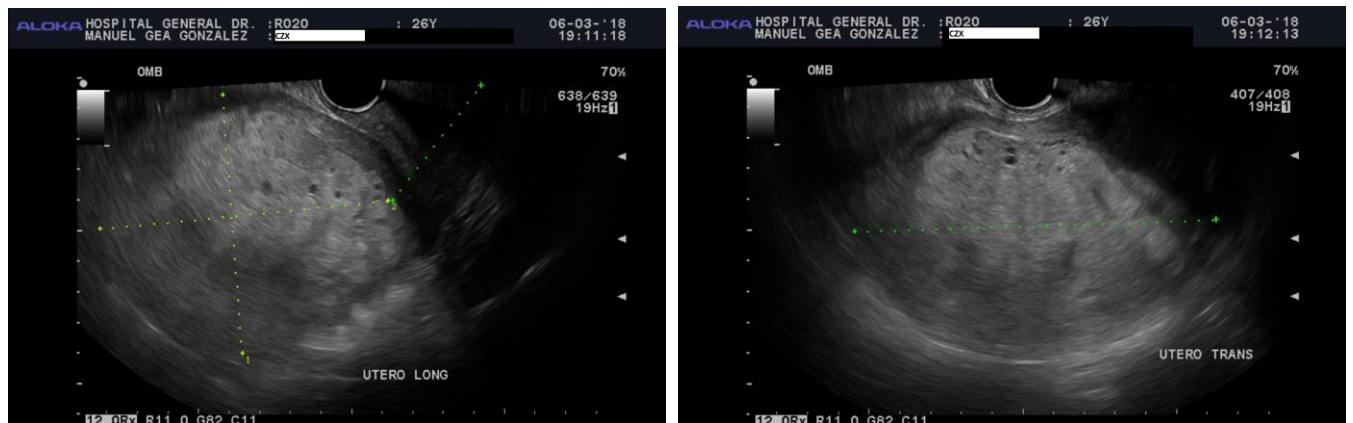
Las imágenes ultrasonográficas muestran, útero de 14.2x9.5x11.6 centímetros, cavidad endometrial heterogénea, con áreas ecogénicas con focos ovalados hipoecóicos
